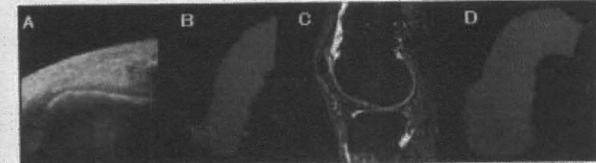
超音波画像(A)MRI画像(C)より関節軟骨領域を抽出し三次元モデルを作成(B, D)。
